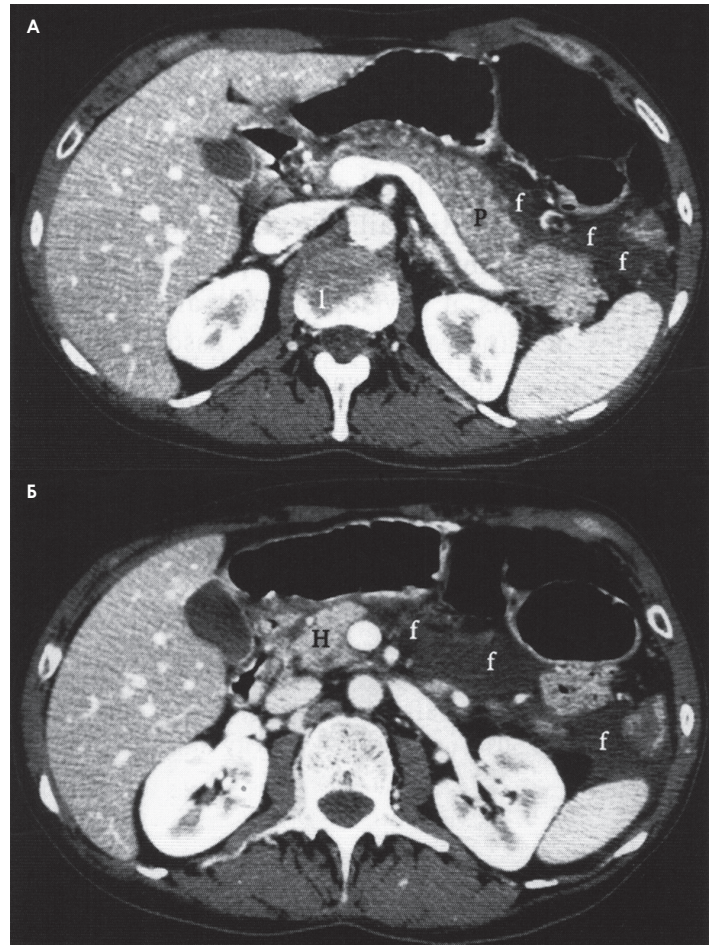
Компьютерная томограмма больного с острым стрессовым панкреатитом.
